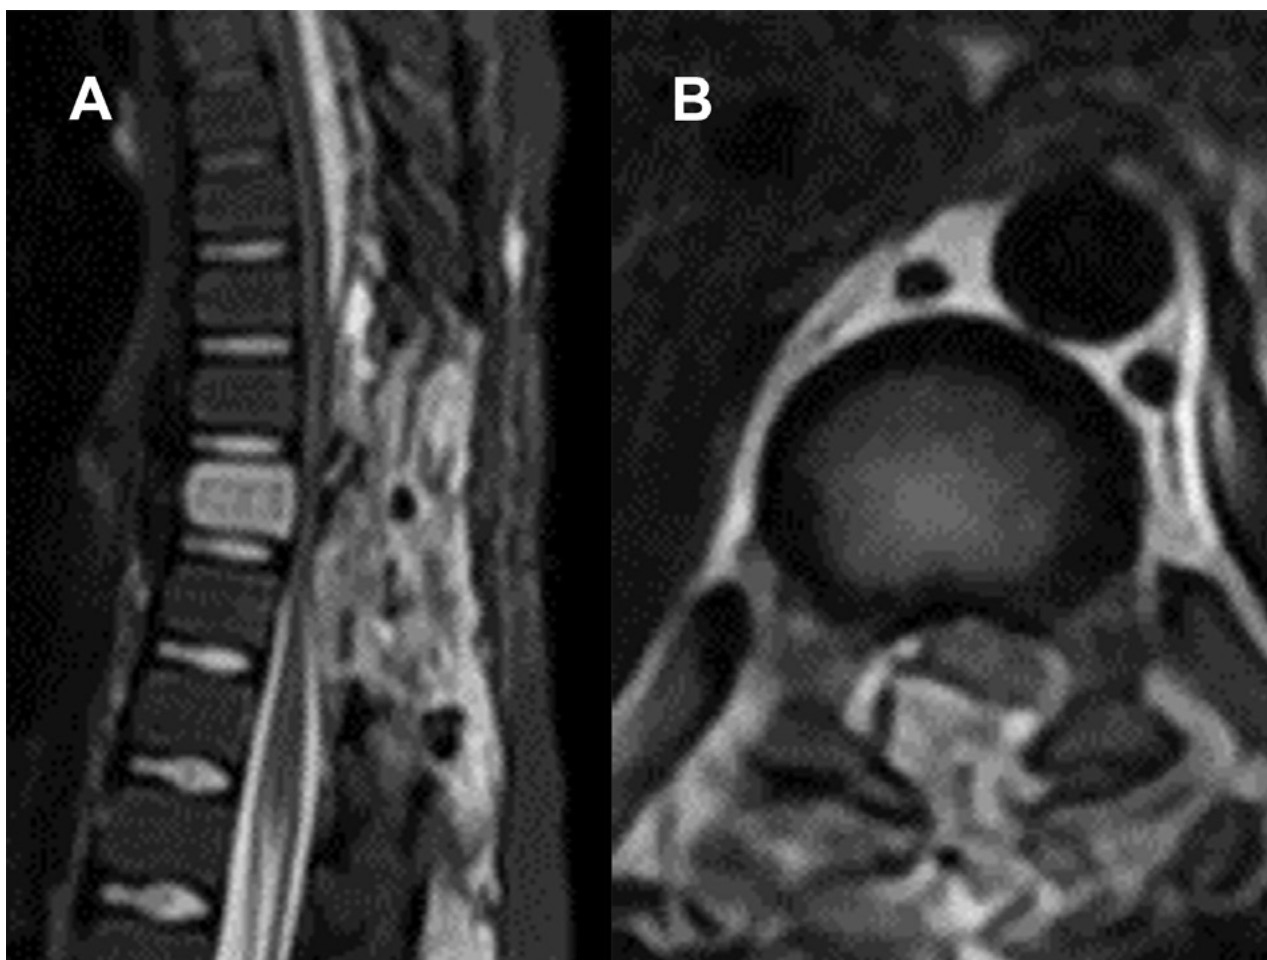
RM postquirúrgica inmediata. A) Secuencia T2 sagital. B) Secuencia T2 axial.
